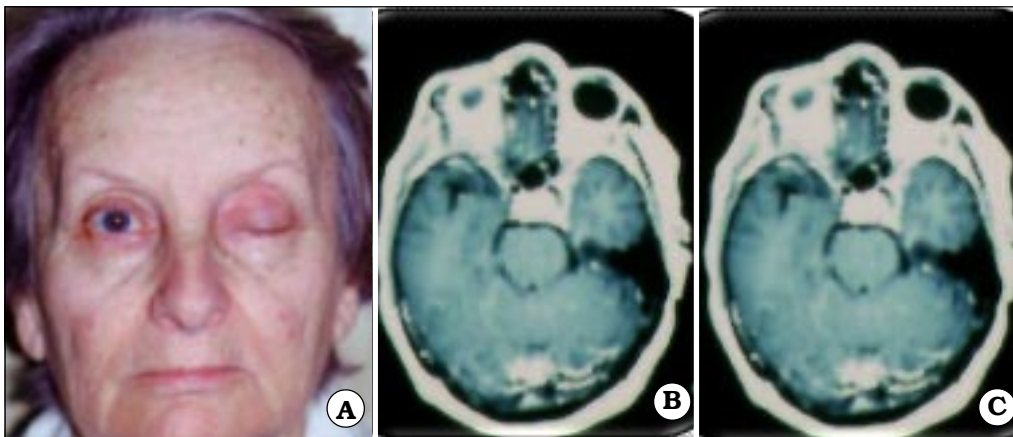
A. Foto de ingreso de la paciente. B y C. IRM de cerebro con gadolinio.
